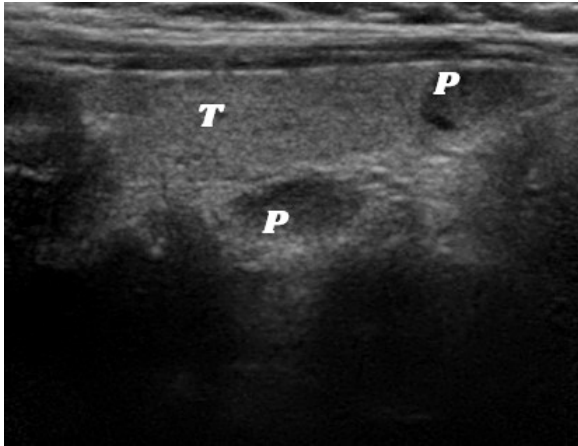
a,b,c) Timus içinde paratiroid adenom (transvers ve longitudinal kesit ve doppler görünüm)
